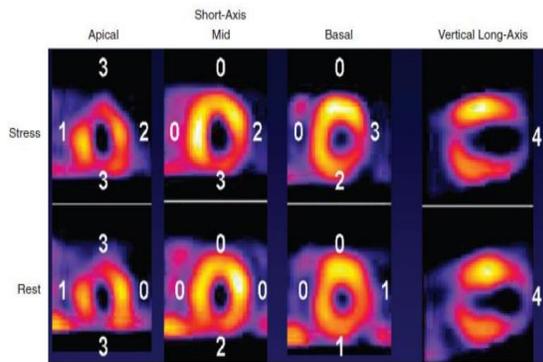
Gambar dari pemeriksaan SPECT dapat dinilai secara kuantitas (Gambar 4), semikuantitas (Gambar 5) dan visual Penilaian secara semikuantitatif dapat menggunakan skala perfusi pada 17 segmen miokard. Skala perfusi dapat bernilai dari 0-4, dimana 0 defek ringan, 2 defek sedang, 3 defek berat, dan 4 tidak adanya perfusi. Untuk skala 3 dan 4 jaringan bersifat non viabel, untuk skala 1 dan 2 jaringan viabel.(Udelson et al.)
